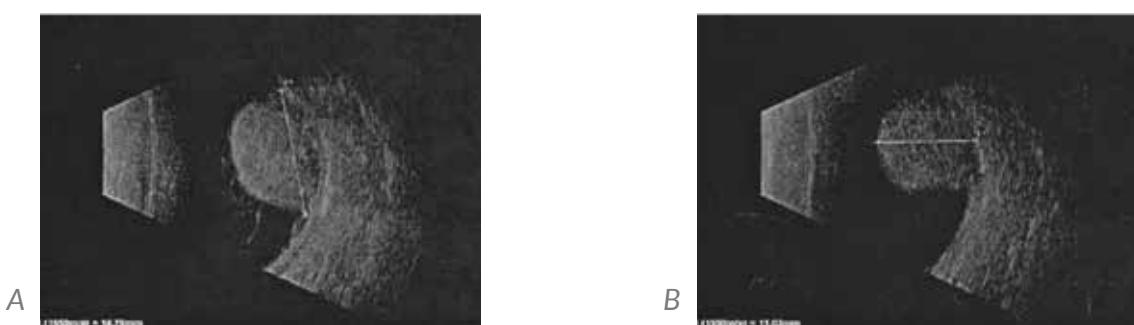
Medición de la lesión por ultrasonido.
